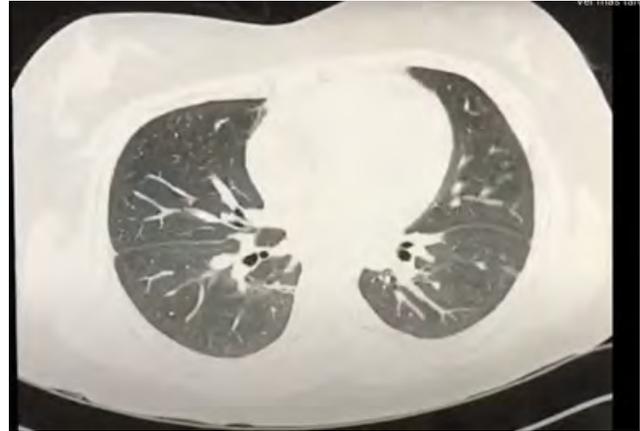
TAC tórax en donde se observan Infiltrados pulmonares bibasales, asociados con atelectasias, subsegmentarias y “vidrio despulido” con broncograma aéreo.
